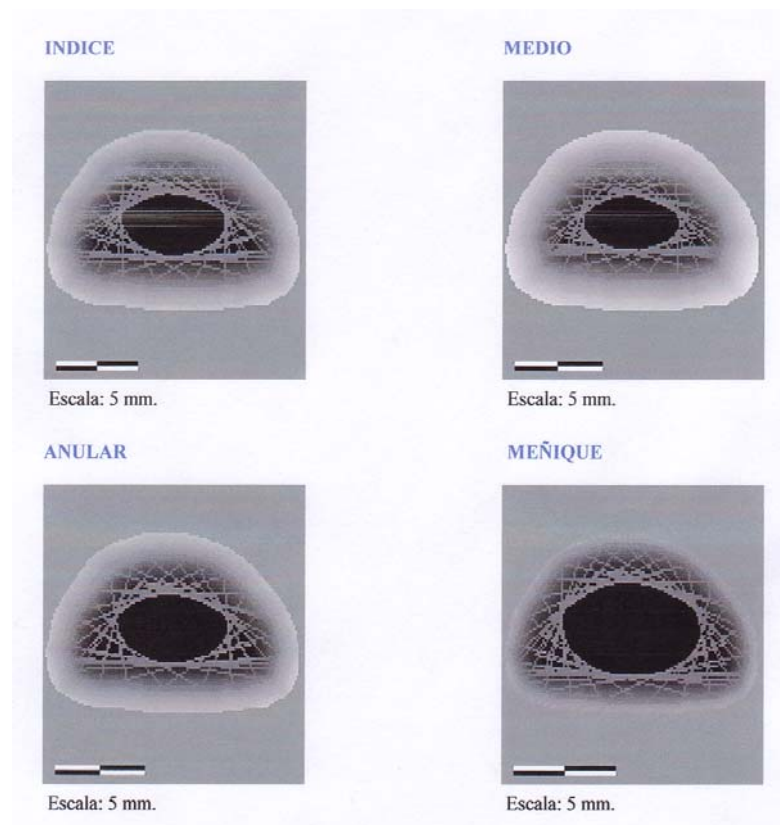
Informe Ultrasonográfico (DBM Sonic Bone Profiler).
